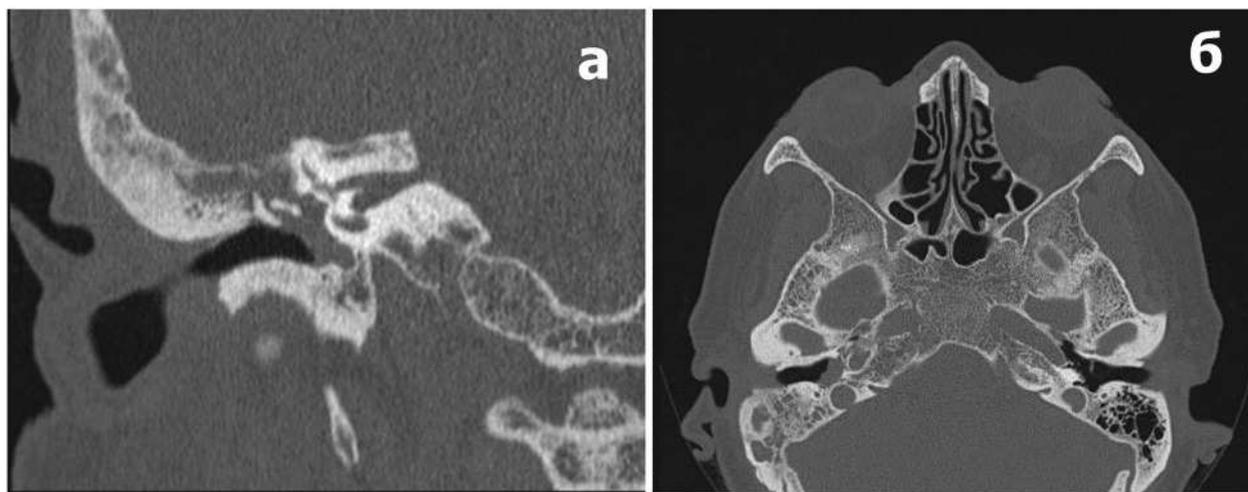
СКТ правой височной кости больной Л. до операции в коронарной (а) и аксиальной (б) проекциях.
